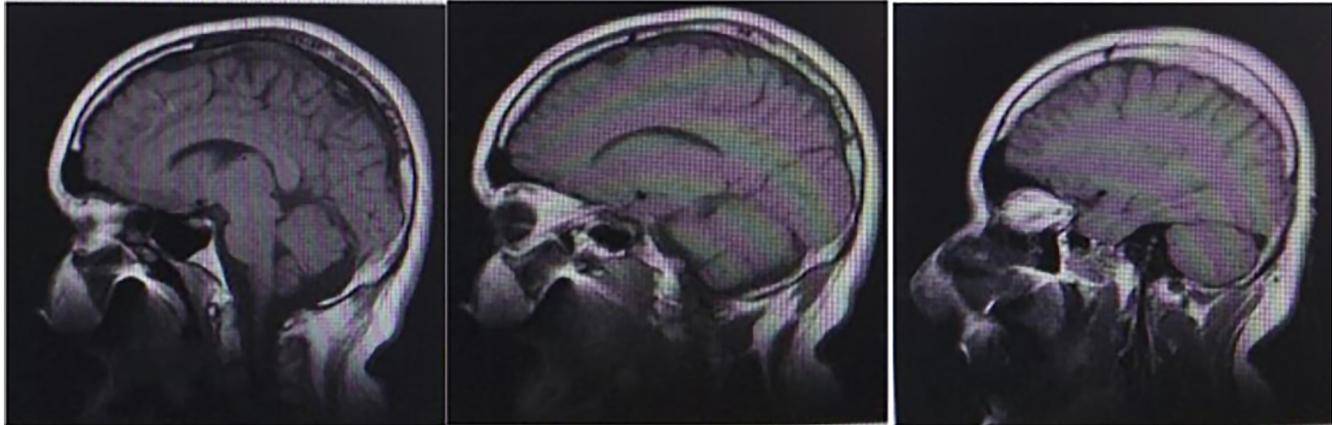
Imágenes de resonancia nuclear magnética.
